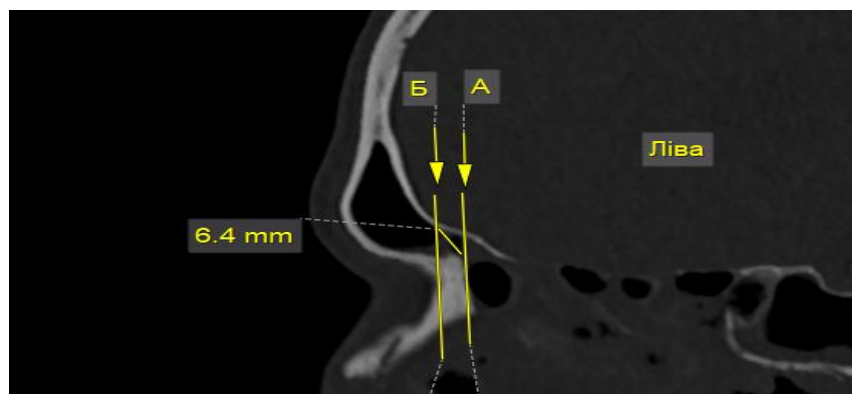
НЛС лівої лобової пазухи з негативною оцінкою (Комп'ютерна томограма чоловіка 42 р.).
